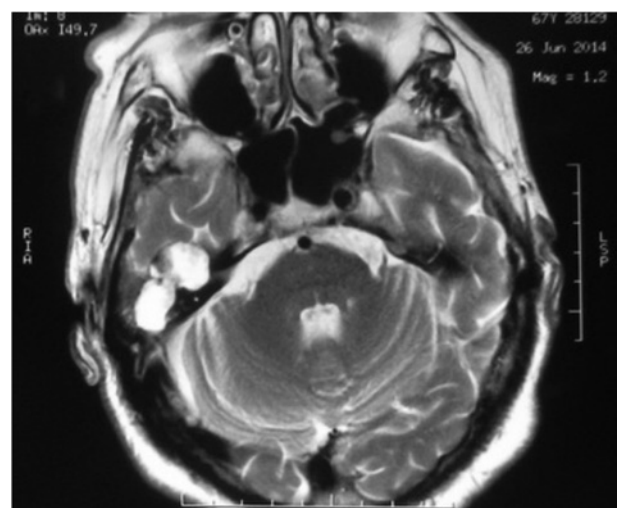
МРТ головного мозга с контрастированием (случай рис. 3–4) — выявляется образование тимпанальной и лабиринтной части лицевого нерва (проекция *g. geniculate*) с распространением процесса в среднюю черепную ямку
